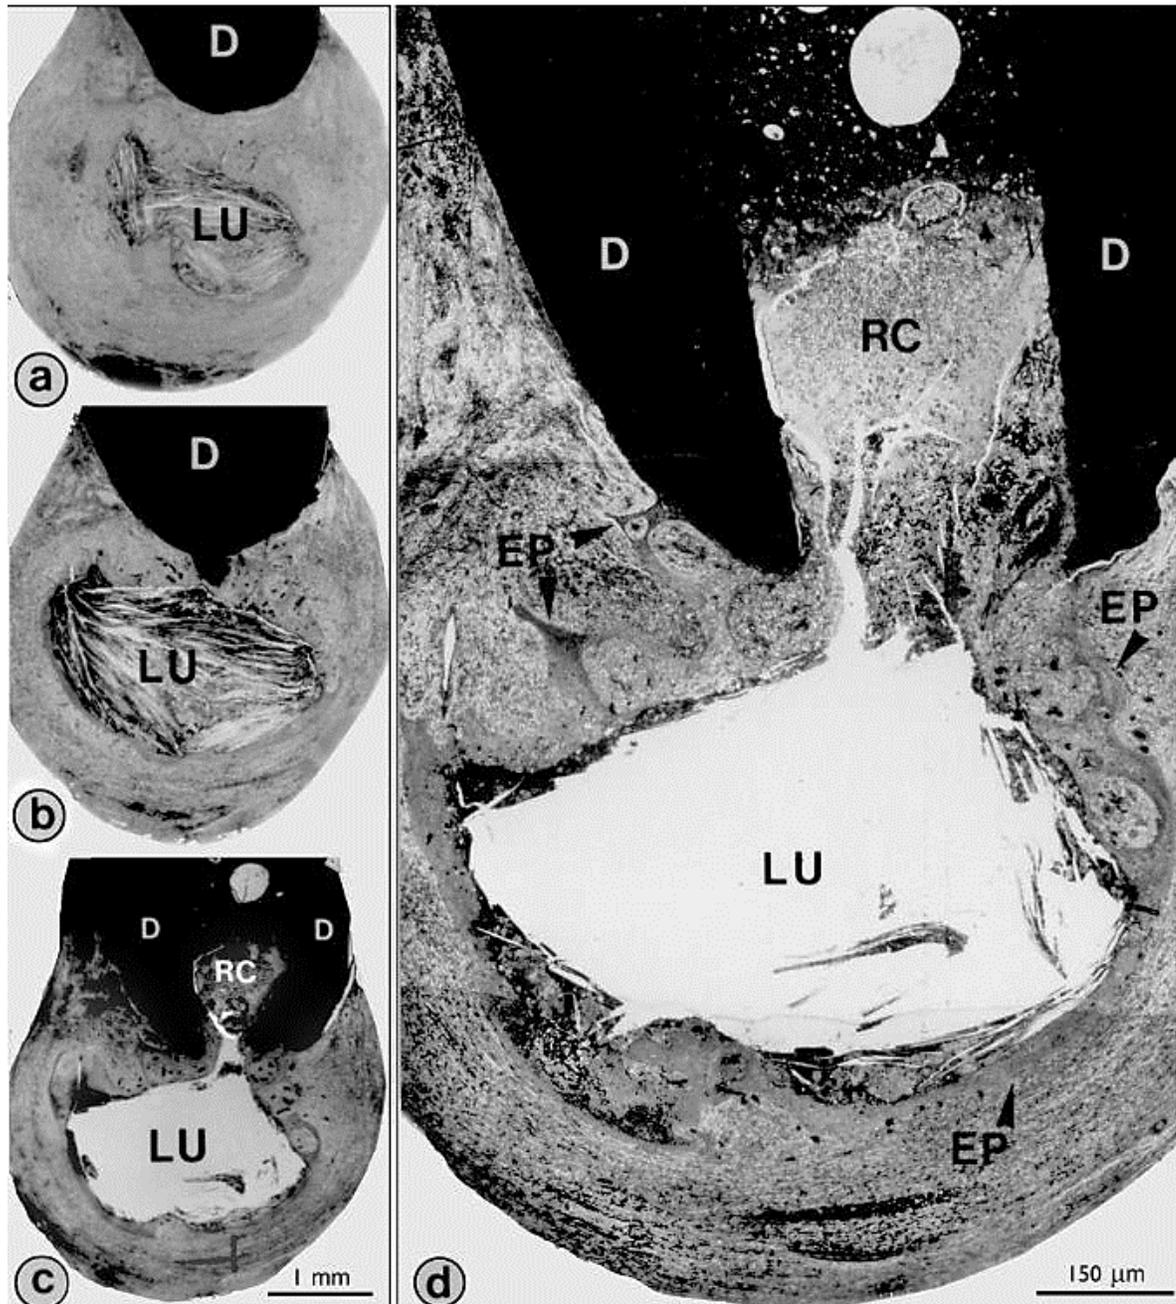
Estructura de un quiste periapical en bahía, donde la luz de este tiene continuidad con el conducto radicular. ⁽²⁾
